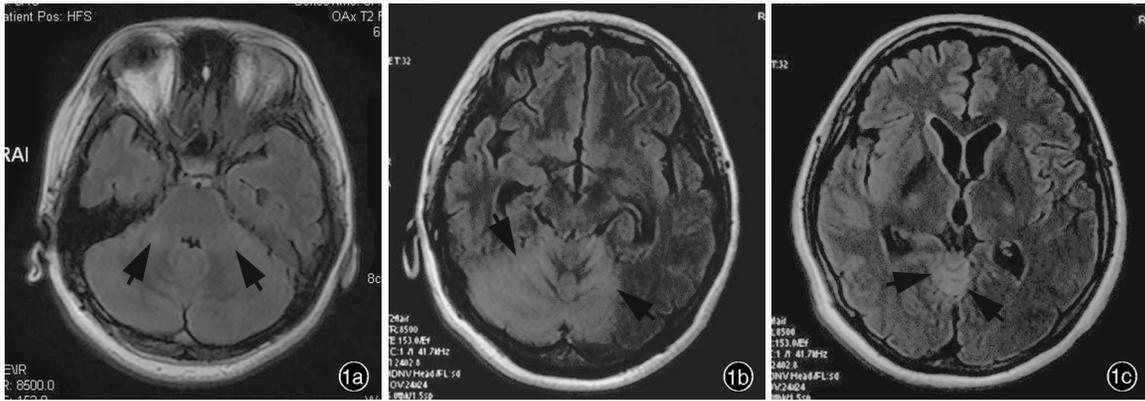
外院横断面 FLAIR 成像所见(2018 年 10 月 17 日) 1a 双侧桥臂高信号影(箭头所示) 1b 双侧小脑半球高信号影(箭头所示) 1c 小脑上蚓部高信号影(箭头所示)
